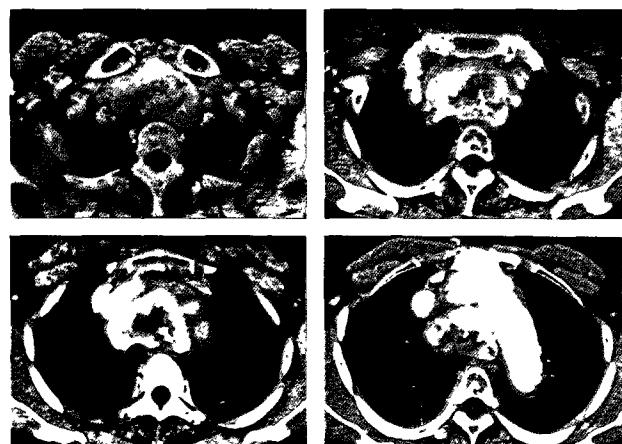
Pre-operative CT shows a intensely enhancing soft tissue mass with central necrosis and amorphous calcification. The mass in the neck is extended into the middle mediastinum.
